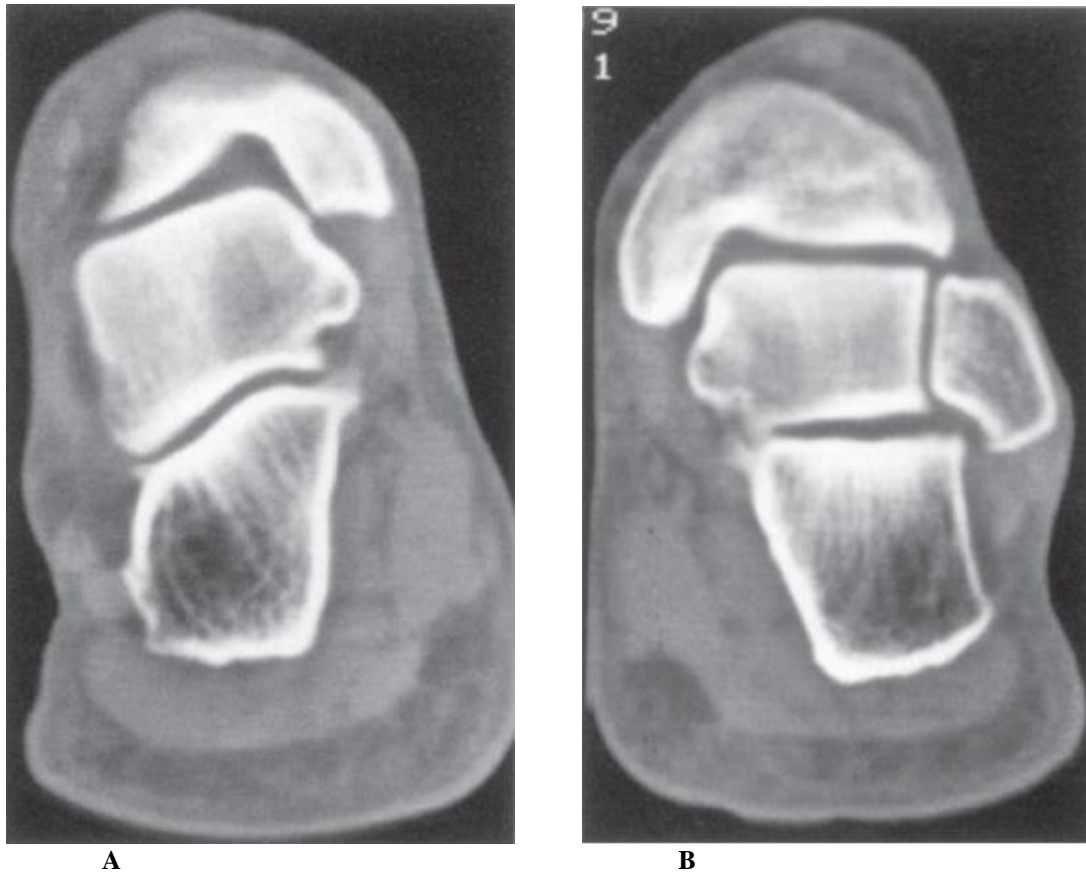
A y 56 B Secciones coronales de un TAC del retropie de dos pacientes de 38 años con pies equino varos tratados en la infancia. La articulación subastragalina posterior en A está inclinada lateralmente hacia abajo. El grosor de la articulación subastragalina en B es irregular.
